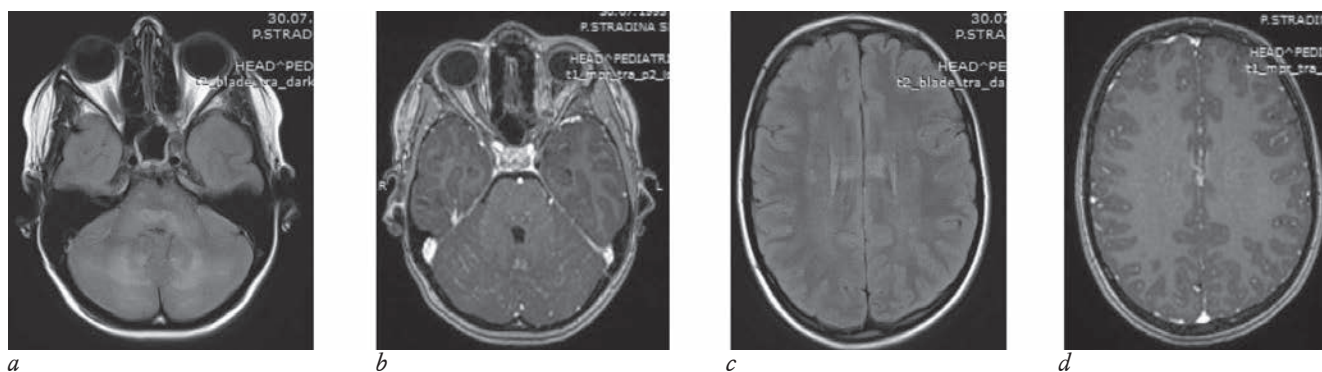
На МРТ головного мозга в аксиальных плоскостях отмечается диффузное поражение варолиева моста, средних ножек мозжечка, а также белого и серого вещества его гемисфер (a). Поражение характеризуется интенсивным контрастным усилением в виде пунктирных линий и точек (b). В белом веществе лобных долей и в мозолистом теле выявлены немногочисленные очаги, без контрастного усиления (c, d)
